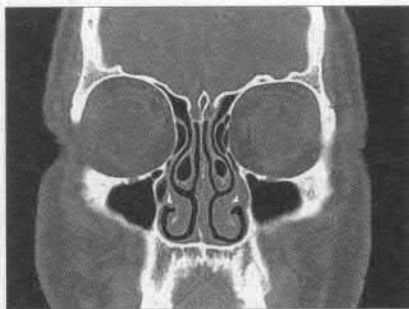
Concha bullosa bilaterală (imagine CT)
